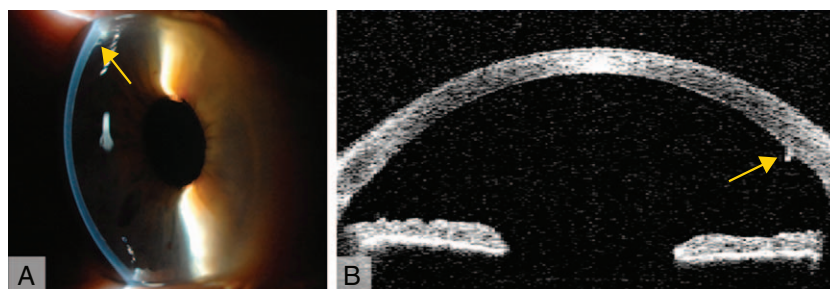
Foto en lámpara de hendidura (A) y tomografía de coherencia óptica (B) de una córnea 12 meses después de una DMEK. Obsérvese como la membrana de Descemet donante solo se identifica por un pequeño desprendimiento (flecha amarilla).
